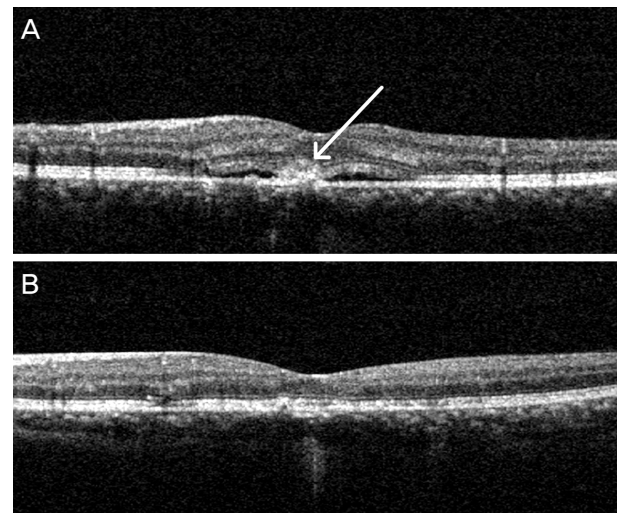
A patient in group B with complications after treatment. (A) One month after the focal laser photocoagulation treatment, choroidal neovascularization (white arrow) developed and subretinal fluid is seen on optical coherence tomography. (B) One month after intravitreal injection of anti-VEGF, complete resolution of subretinal fluid and regression of CNV are observed. VEGF = vascular endothelial growth factor; CNV = choroidal neovascularization.
